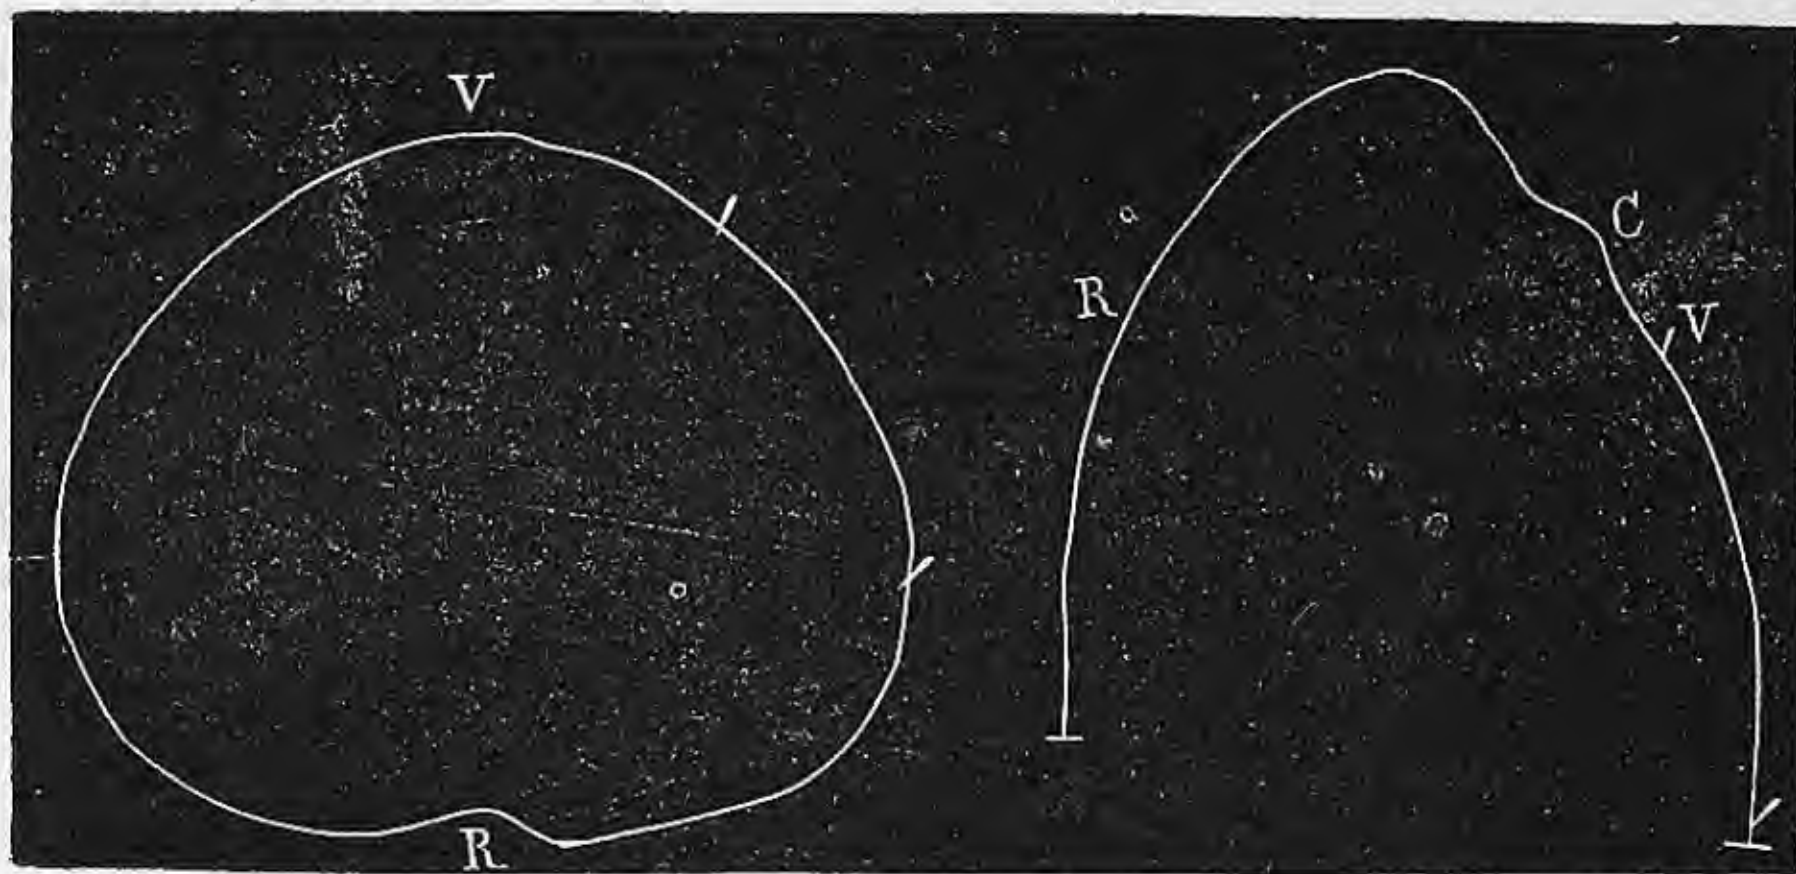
Curva del cirtometro sul diaframma e per la linea scapolare e parasternale di $\frac{1}{6}$ della grandezza naturale, R dorso, V parte anteriore, C clavicola. Le piccole lineette sovrapposte dinotano sulla figura a sinistra il movimento in avanti e sul lato, e su quella a destra il movimento in avanti ed in su, e propriamente nella metà più sottile della linea ove il respiro è tranquillo, ed in tutta la linea ove il respiro è sforzato.
